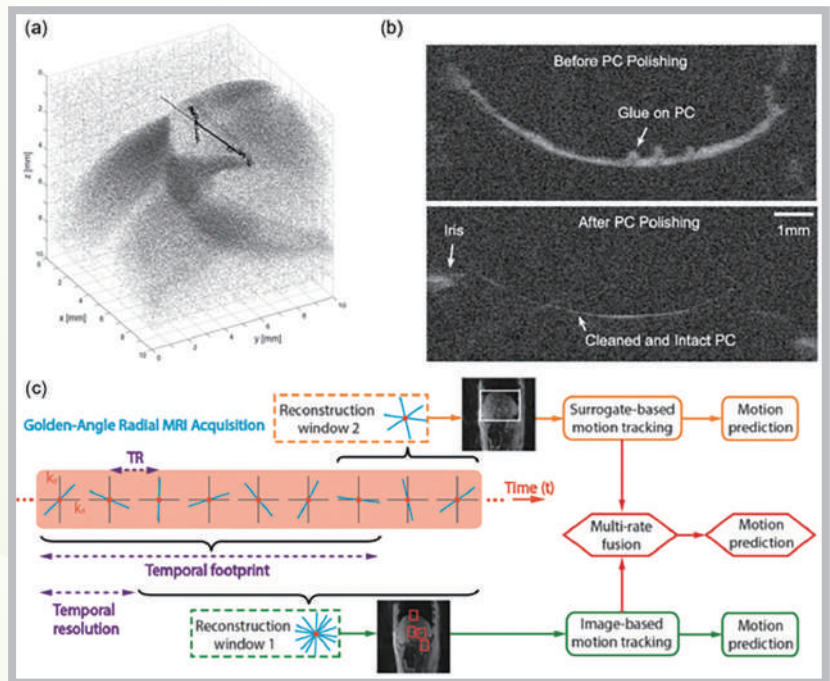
(a) 使用OCT可視化角膜上的微截口；(b) 使用OCT可視化水晶體背囊上的殘留物（上）與清除後（下）；(c) 利用MRI徑向取樣的原理結合高解析的低速影像和低解析的高速影像。
